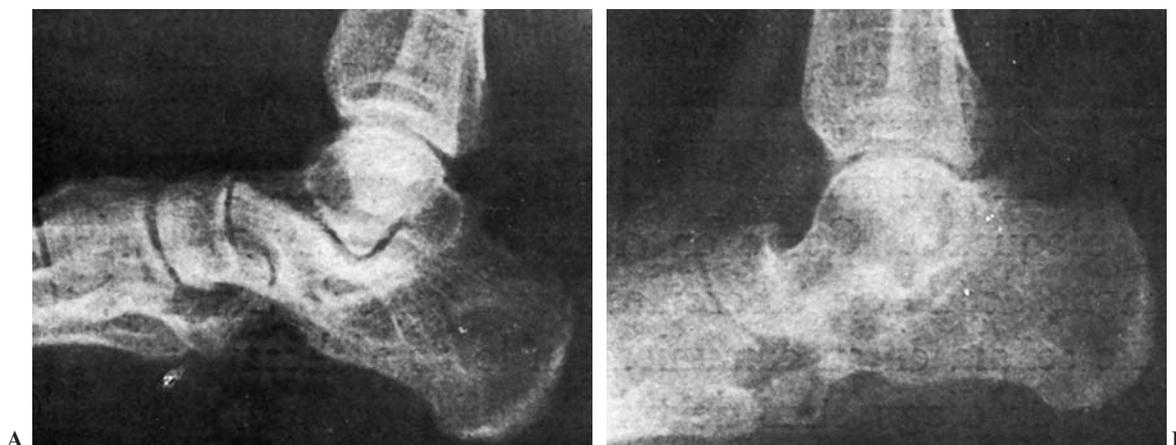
A: Se aprecia una continuidad de las trabéculas óseas de la parte superior de la tuberosidad mayor del calcáneo, al borde externo del escafoides y a la cara externa de la cabeza del astrágalo. B: Radiografía de control que muestra una excelente fusión ósea después de la triple artrodesis.
